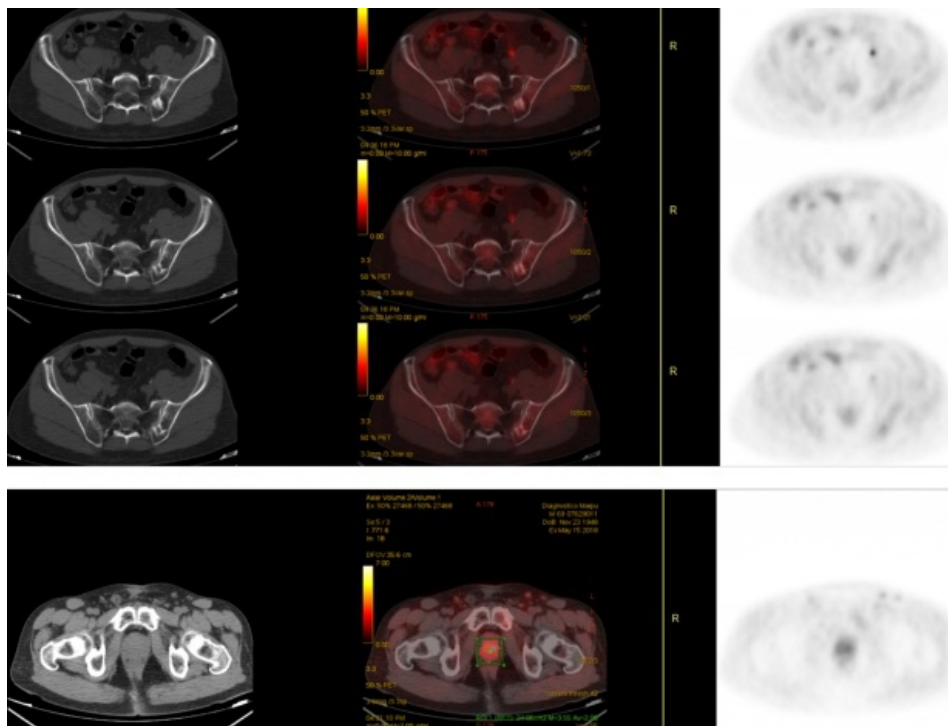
Estudio PET/CT F18-colina para caracterización de la lesión ósea detectada en estudios previos. La imagen ósea lítico-blástica en iliaco izquierdo presenta escasa afinidad por la F18-Colina, alejando la probabilidad de metástasis. Se observa la glándula prostática con captación intensa irregular a predominio en su lóbulo izquierdo.
